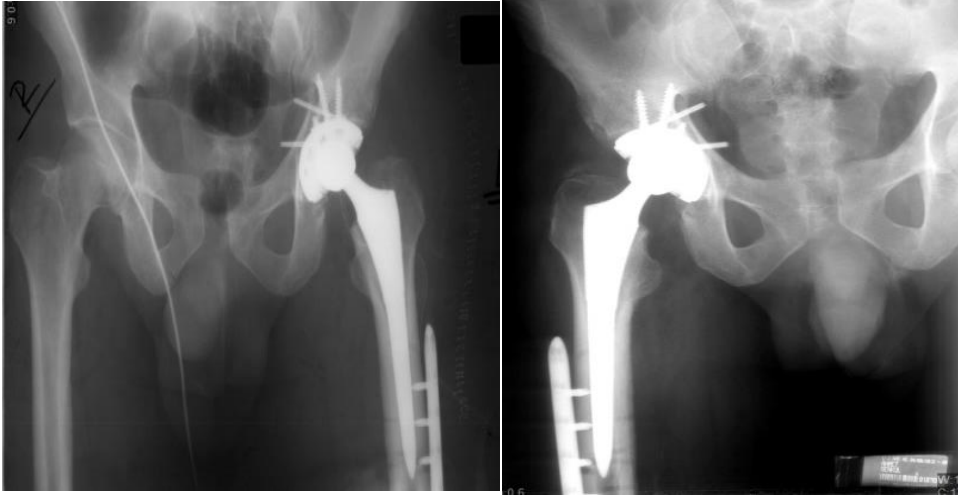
Postoperatif 46. ay pelvis AP ve kalça AP grafisi.
